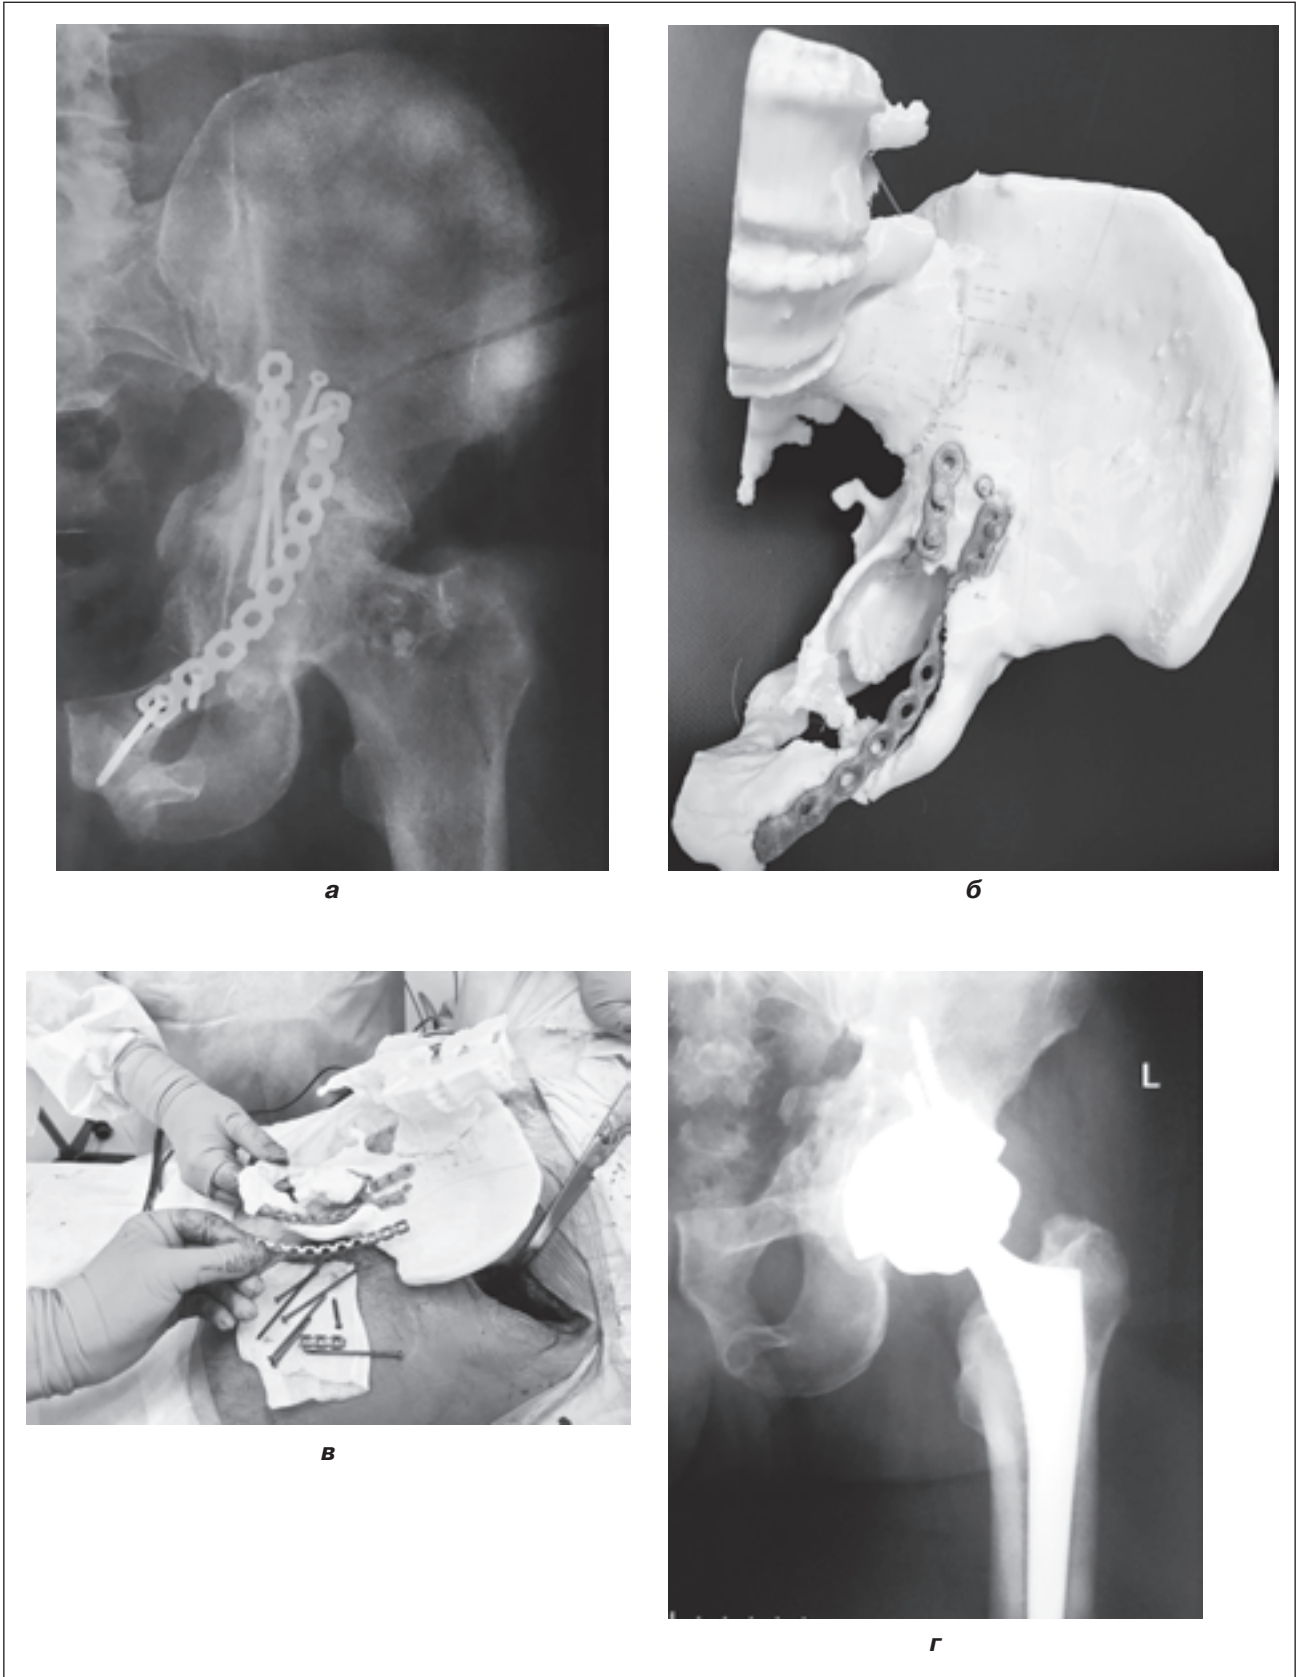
Пациент С.: а – рентгенограмма тазобедренного сустава до операции; б – пластиковый прототип таза; в – интраоперационная навигация; г – рентгенограмма тазобедренного сустава через 18 месяцев после операции
